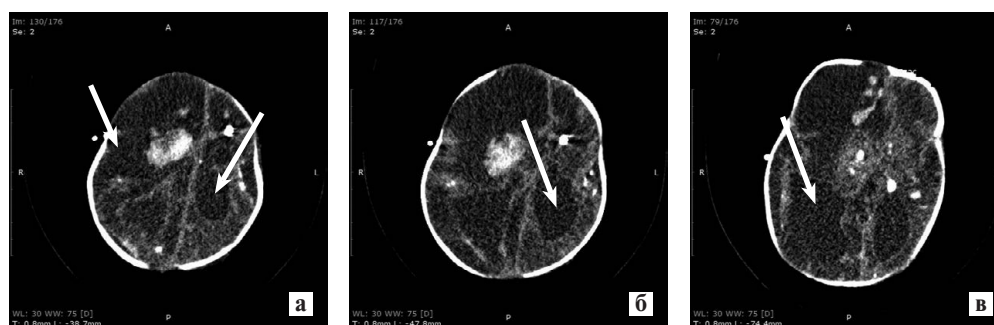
Результаты спиральной компьютерной томографии головного мозга.
